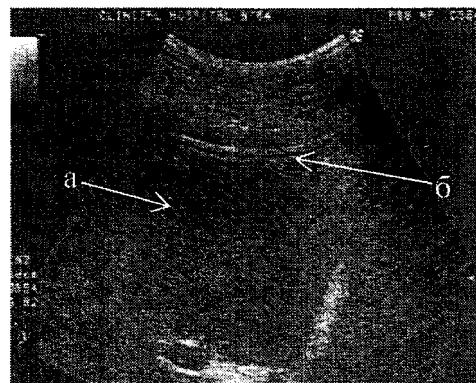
Ультразвуковая томограмма больной М. Состояние после эхоконтролируемого дренирования внеорганного жидкостного образования: а – печень, б – дренаж.
